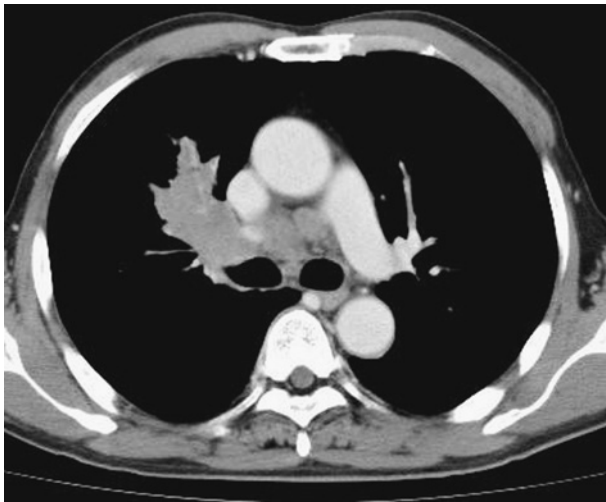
An enhanced chest CT image shows multiple lymphadenopathies around the right hilum without bronchial obstruction. A diagnosis of small cell lung cancer was made by transbronchial biopsy.
